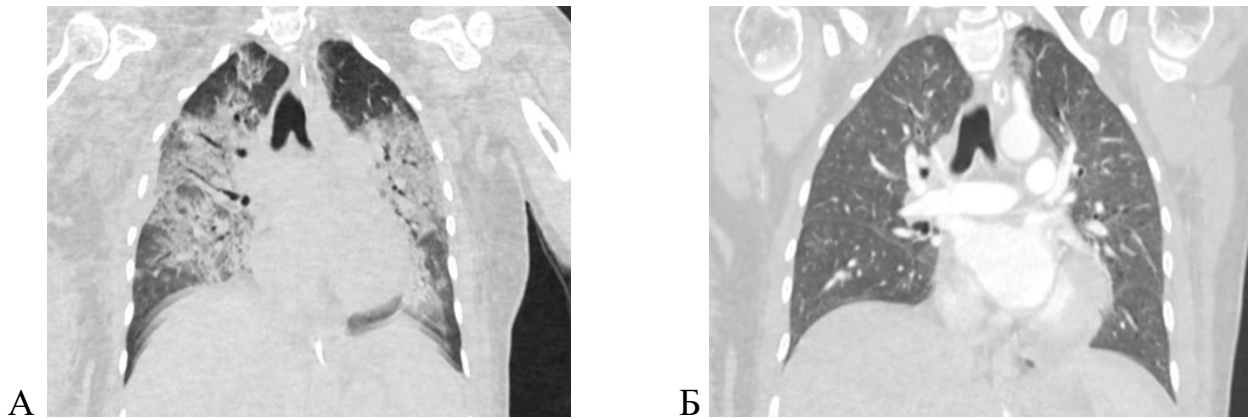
А – компьютерная томография органов грудной клетки пациента с РДС при поступлении в стационар до начала В-В ЭКМО; Б – компьютерная томография органов грудной клетки пациента после прекращения В-В ЭКМО (фото автора)
